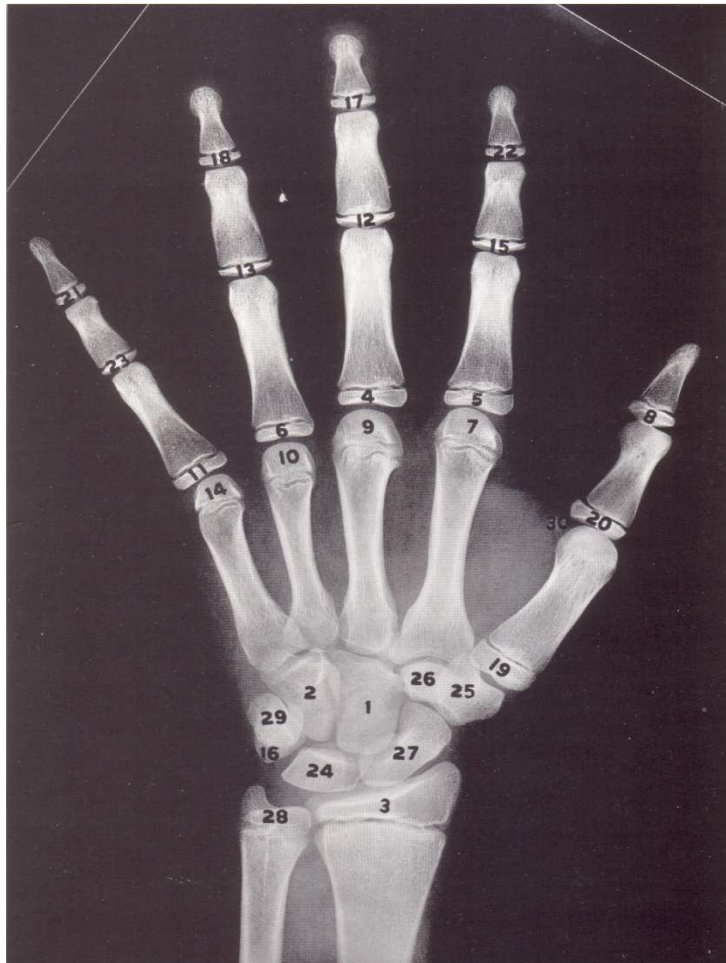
Points de repères radiographiques (17).
